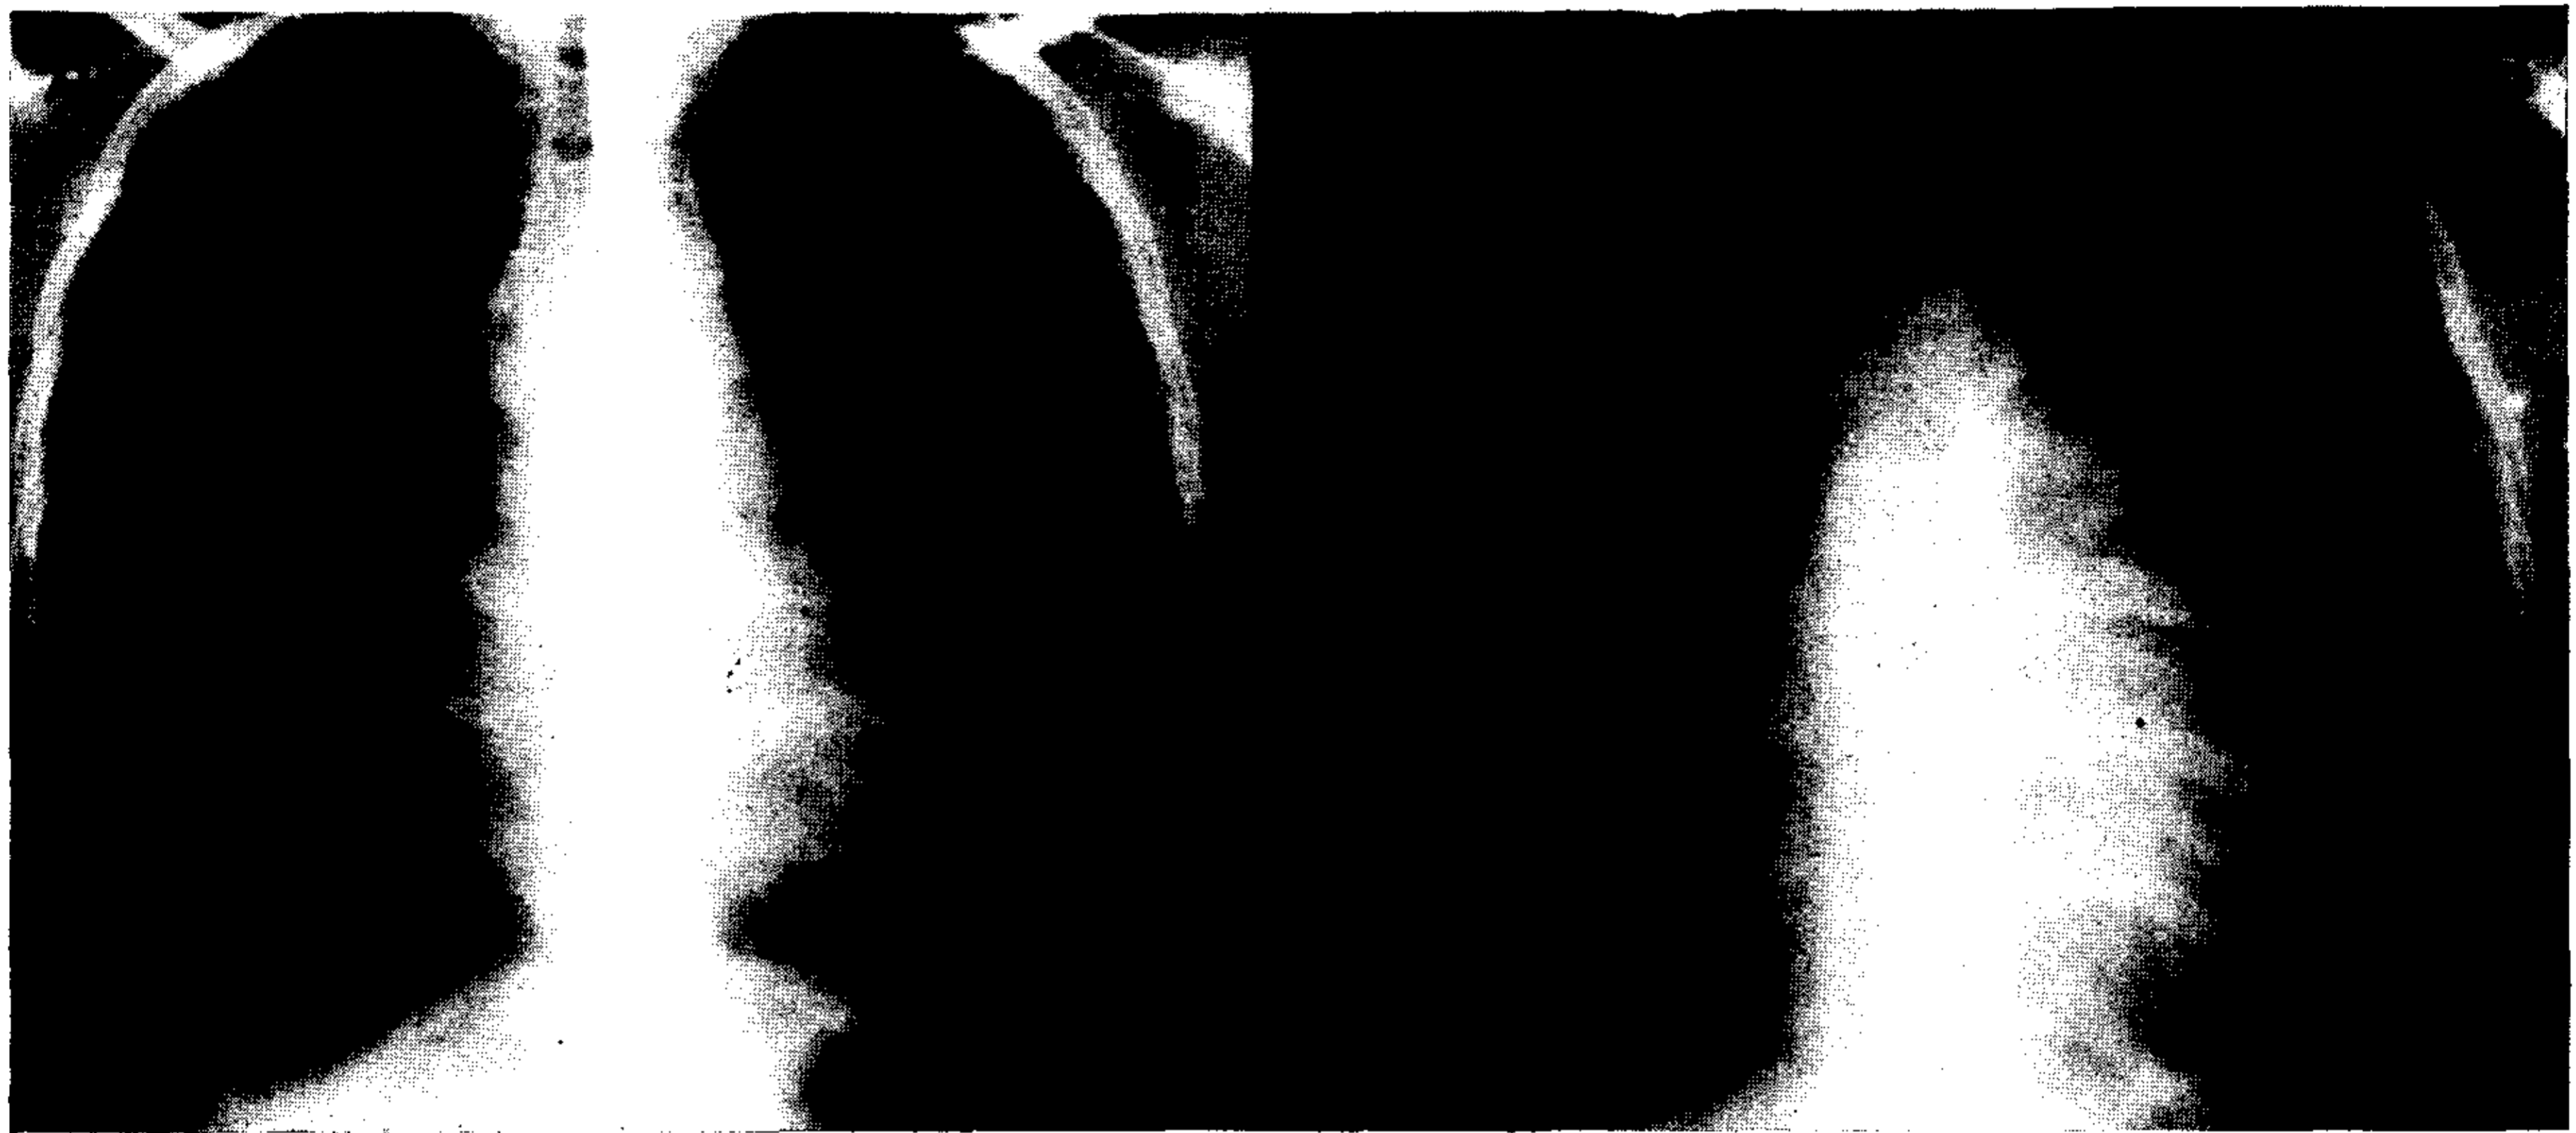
Comparison of preoperative and postoperative posteroanterior chest roentgenograms in a patient with tetralogy of Fallot. A: preoperative, age 6 years. Note the normal cardiothoracic ration (0.50), the upturned apex, and the normal appearance of the pulmonary artery segment. B: thirteen years postoperative, age 19 years. Note the diffusely enlarged cardiac silhouette (cardiothoracic ration 0.58) and prominent main pulmonary artery segment. Despite the abnormalities on chest roentgenogram, this young woman was entirely asymptomatic and cardiac catheterization done one month after the radiograph revealed an excellent hemodynamic result: right ventricular systolic pressure was 35 mmHg. There was no residual shunt and only mild pulmonary insufficiency.
